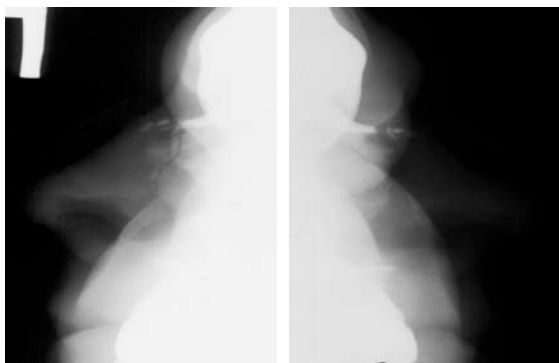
Рентгенография костей носа в боковых проекциях. Травматическое раздробление костей носа со смещением отломков.
